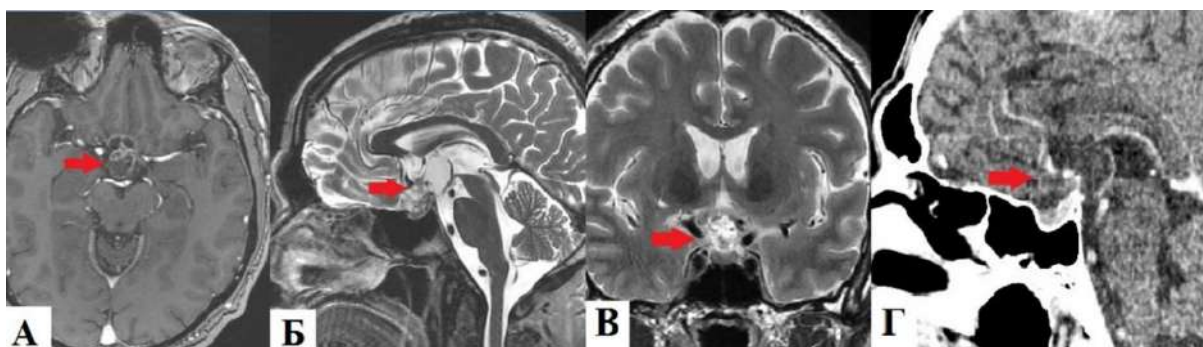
Клинический пример №2. Пациент 54 года. МРТ и КТ головного мозга до операции – супраселлярная частично кистозная краниофарингиома.
